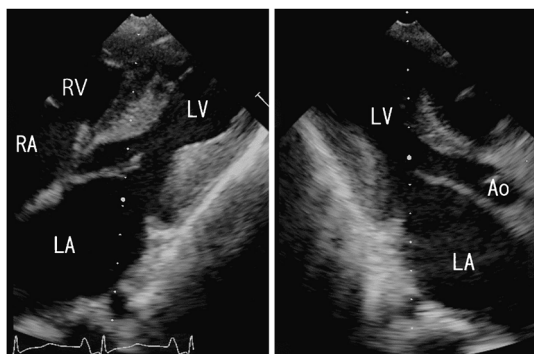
Echocardiogram at the age of 9 years and 4 months
